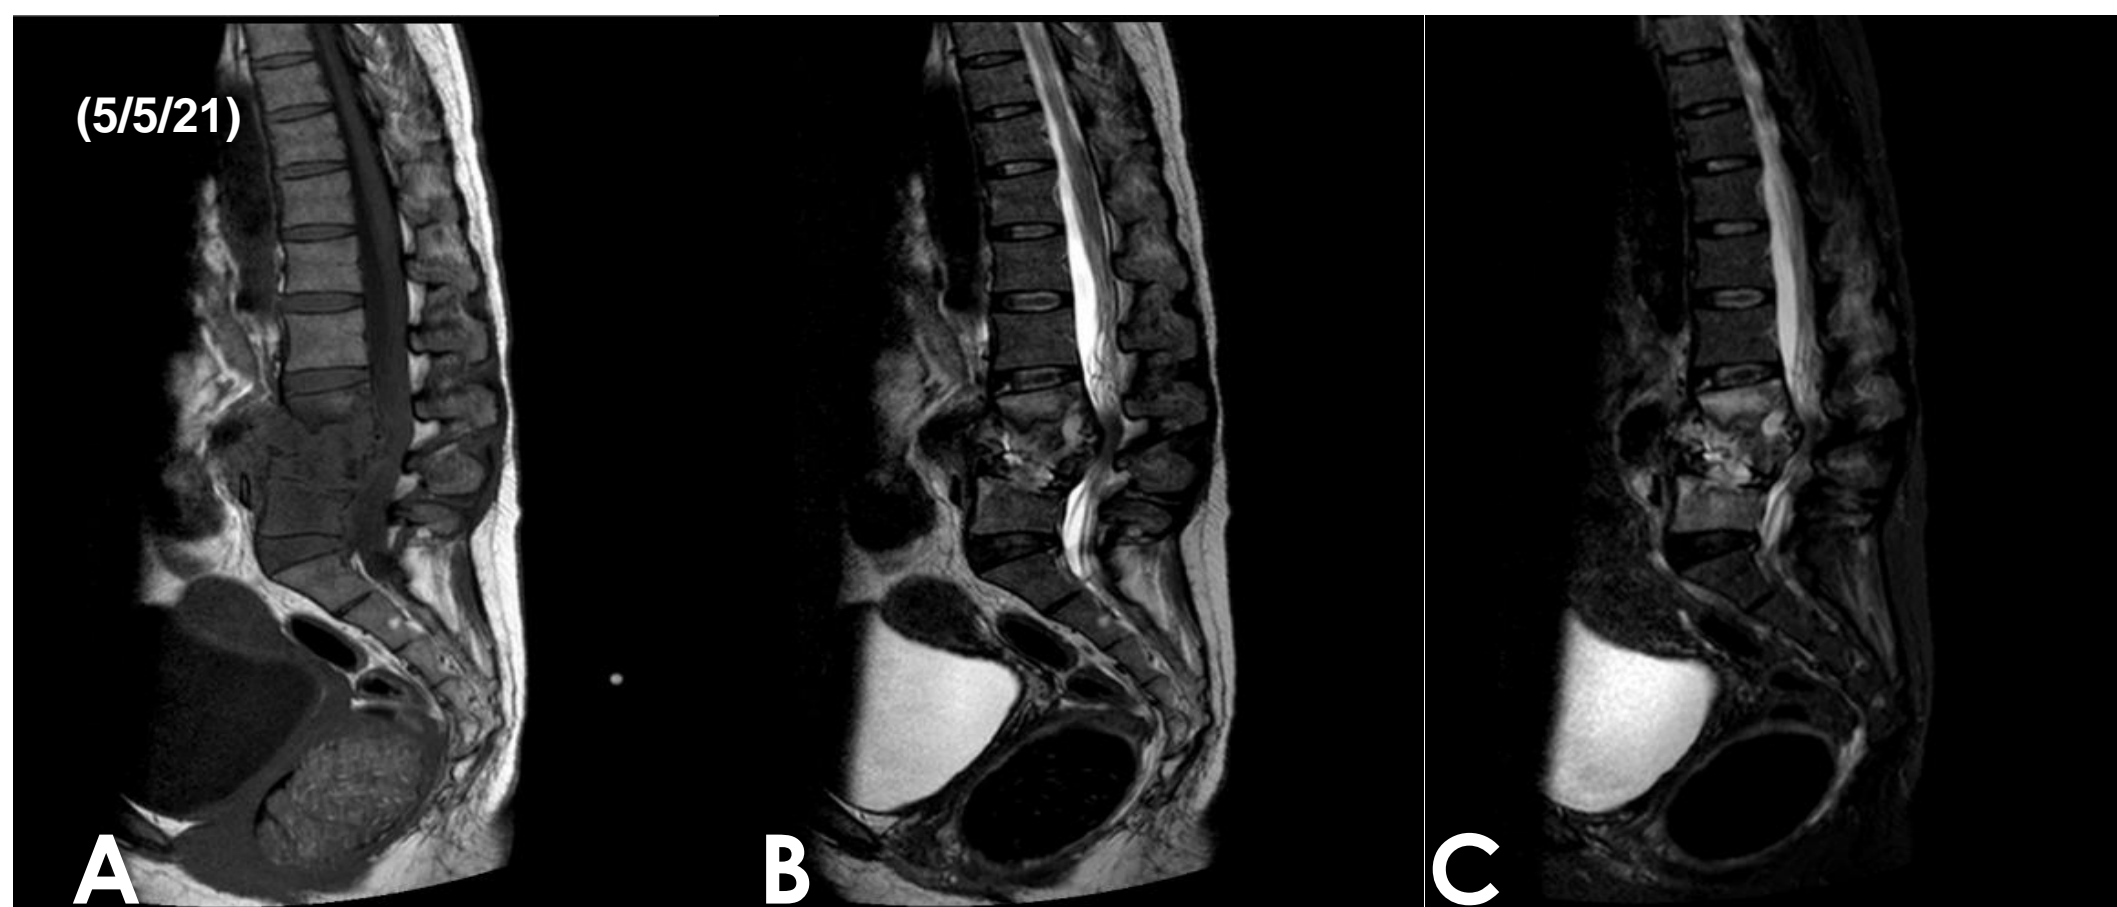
RMN COL LS S/C Corte Sagital A, B y C) Se aprecia colapso de cuerpo vertebral L3 - L4, asociado a colección entre cuerpo vertebral L3 - L4, además de compromiso del platillo vertebral de L5.
